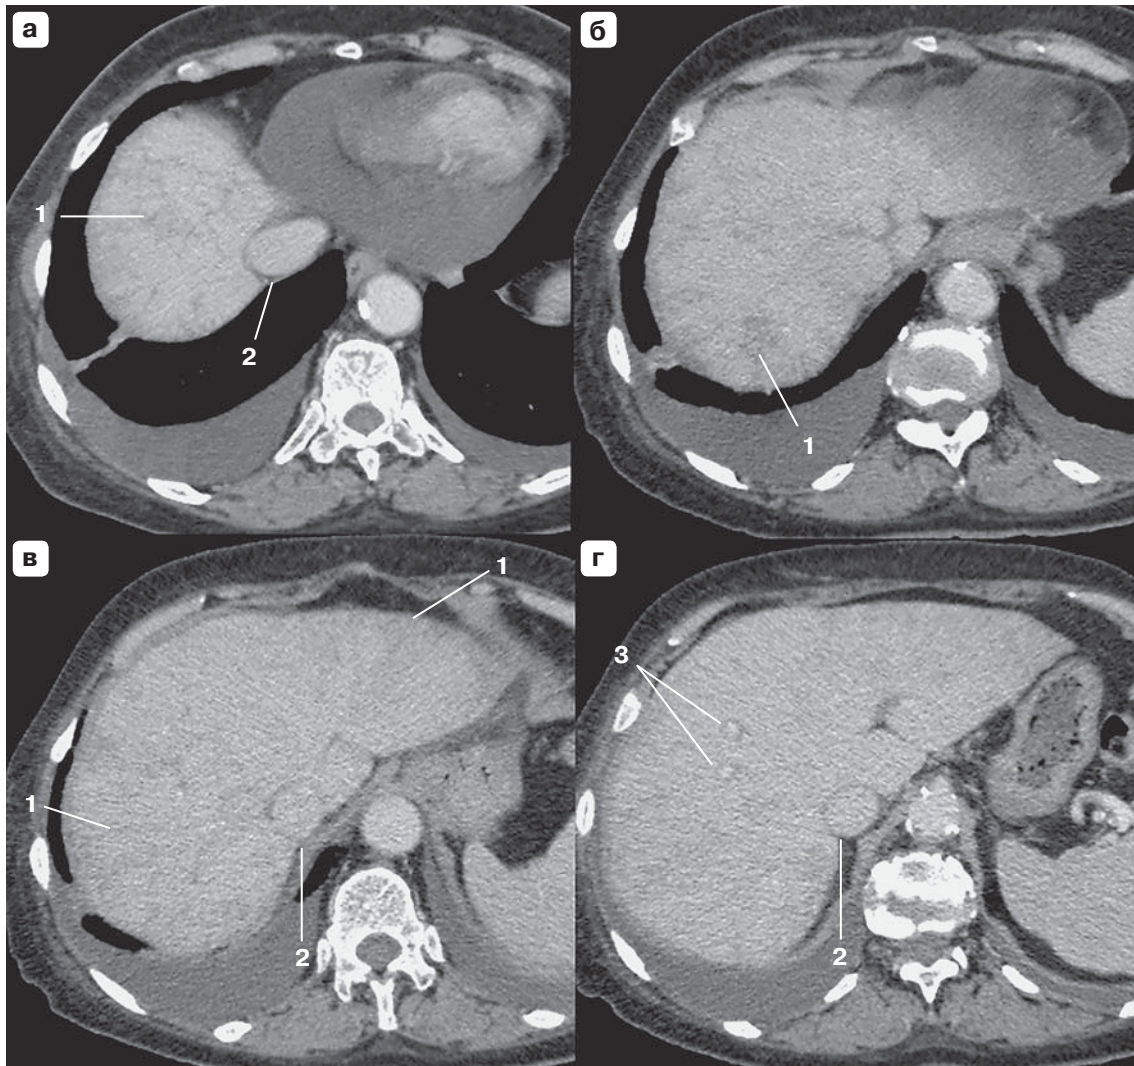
КТ-изображения пациента с застойной печенью, паренхиматозная фаза исследования (а–г – разные уровни сканирования). Гетерогенный пестрый ретикулярный крапчатый рисунок паренхимы (1), подчеркнутость контуров нижней полой вены (2) и симптом “перипортального венца” (3) как признаки периваскулярного интерстициального лимфатического отека.
